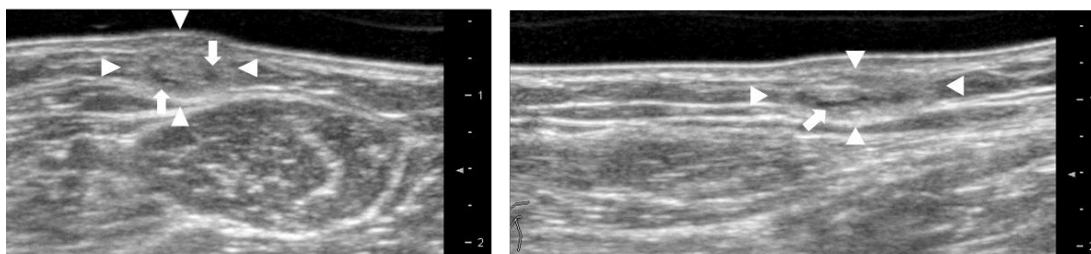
カテーテル留置部位を超音波で観察した画像
